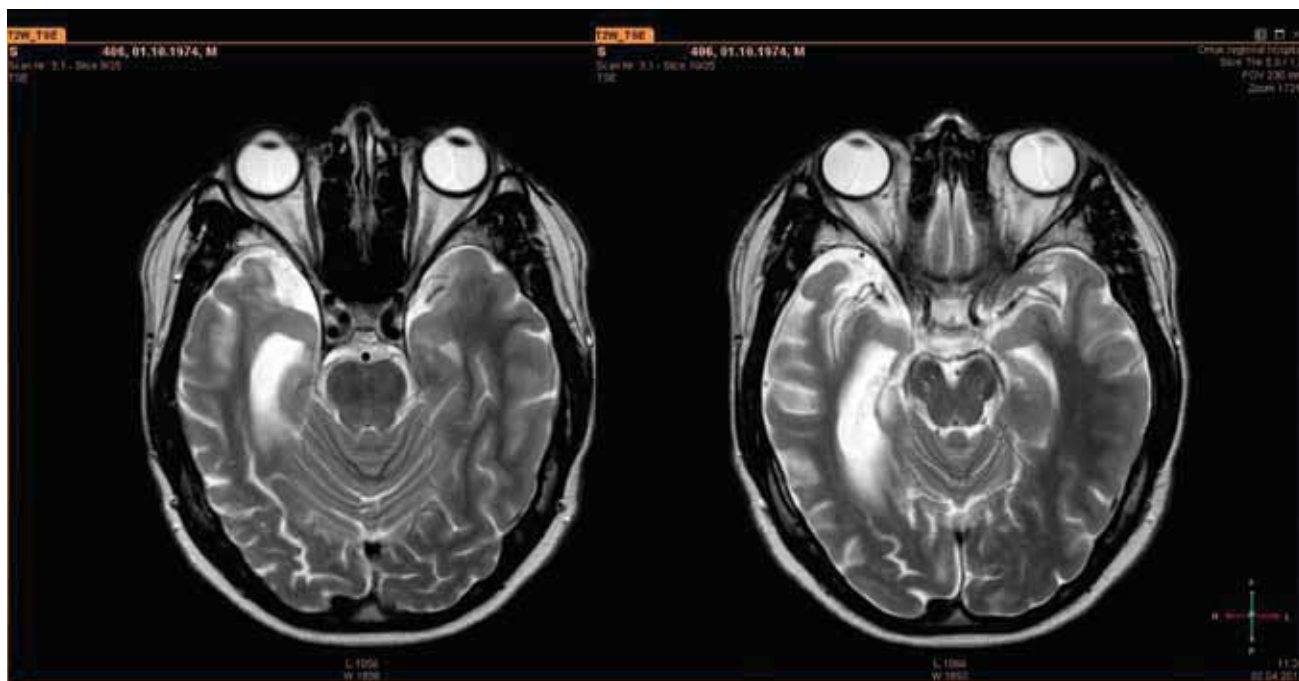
МРТ головного мозга через 1,5 года после лечения
